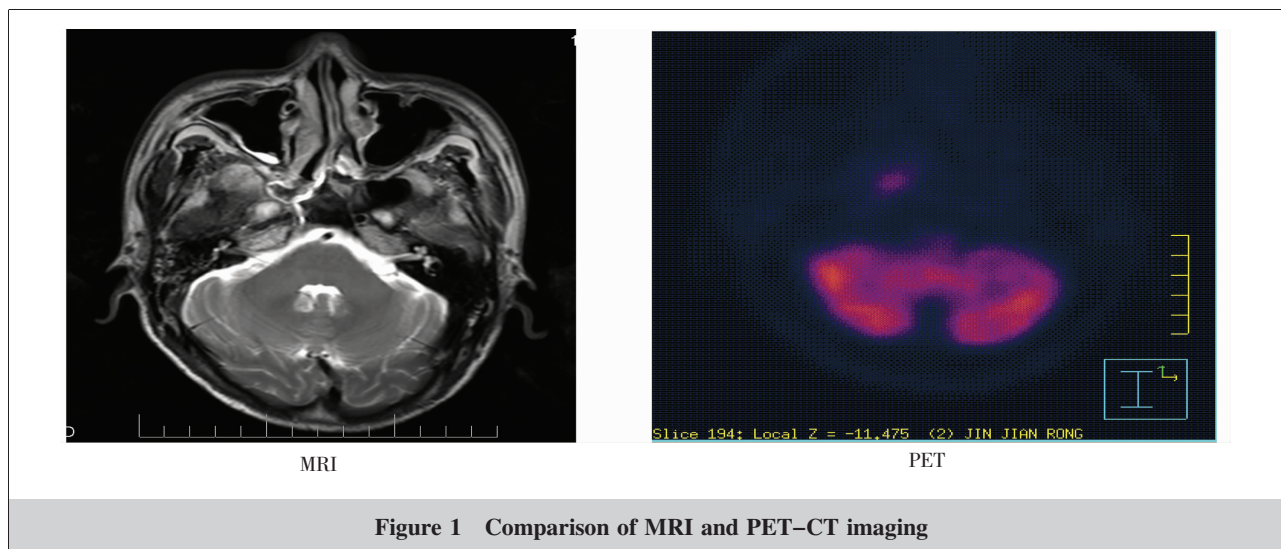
Comparison of MRI and PET-CT imaging
